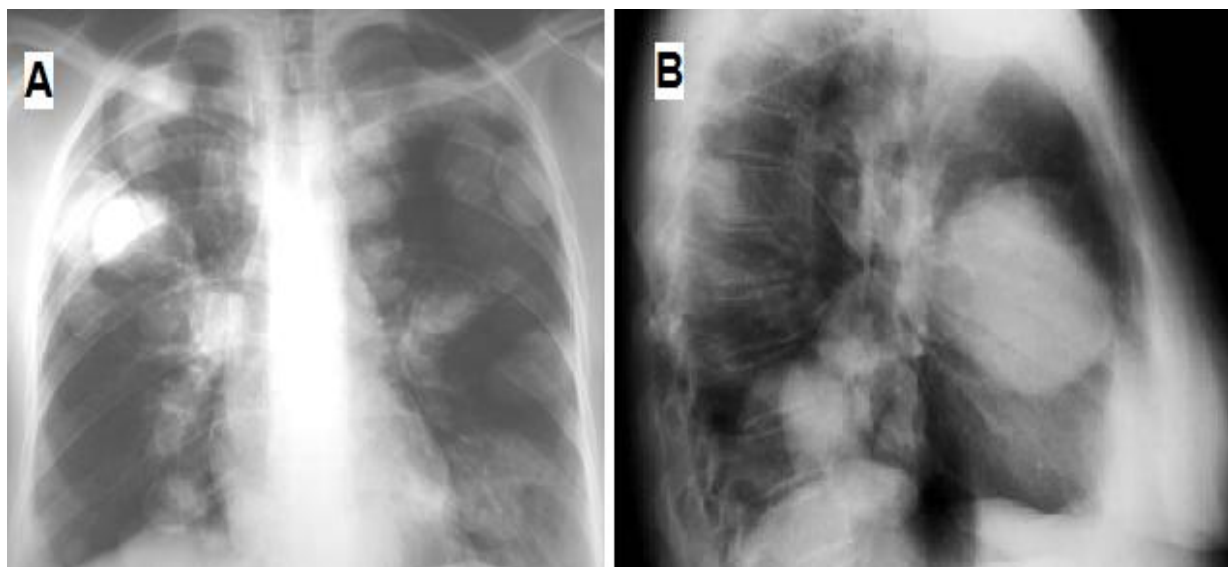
Radiographie thoracique de face (A) et profil droit (B) : aspect en « lâcher de ballons » de KHP multiples [47]
